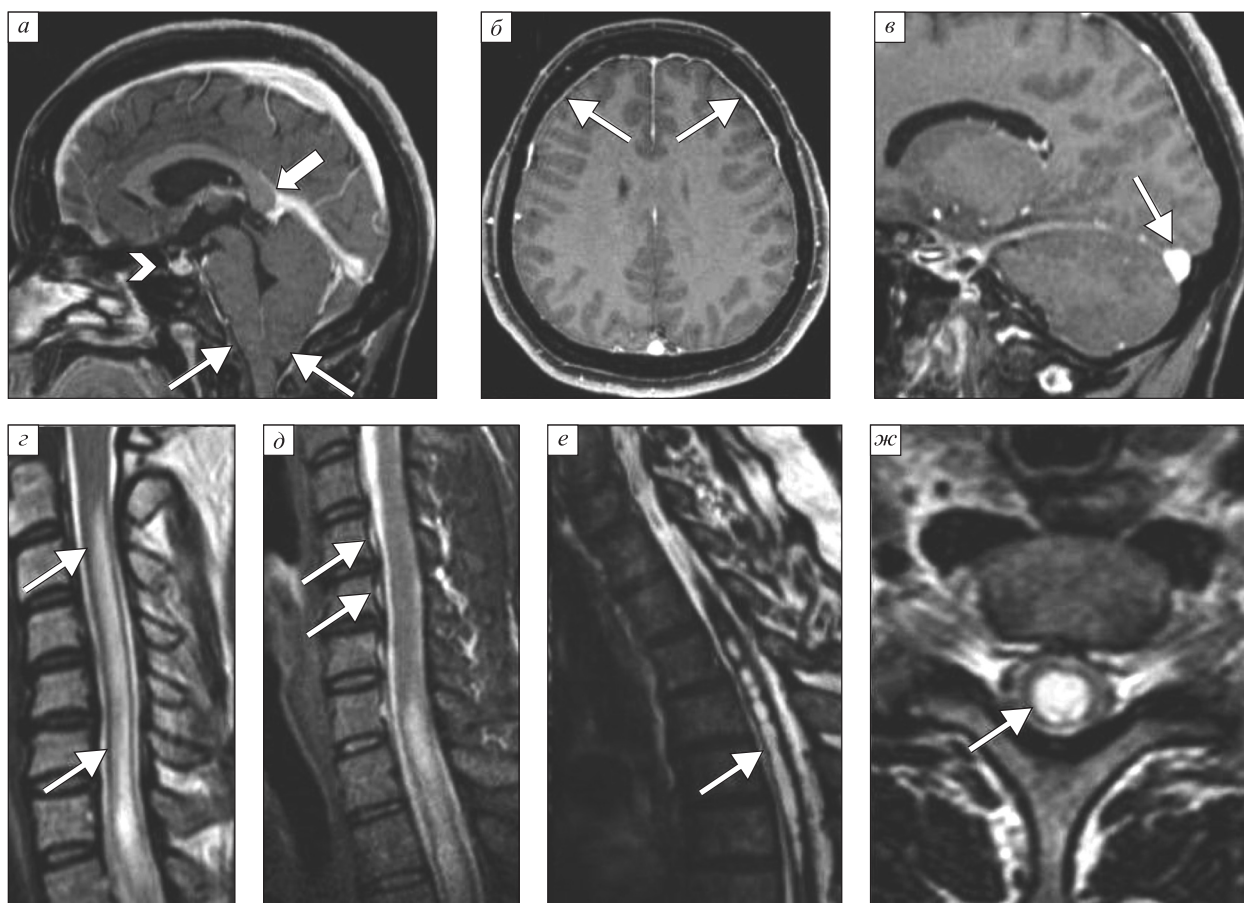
Первичное (при поступлении) МРТ-исследование головного мозга (а–в), спинного мозга и позвоночника (г–ж). В T1-взвешенном изображении (ВИ) после внутривенного контрастирования в сагиттальной плоскости (а) отмечается опущение структур задней черепной ямки (стволка мозга и миндалин мозжечка – стрелки), компрессия базальных цистерн, а также опущение валика мозолистого тела (широкая стрелка) и выгнутый верхний контур гипофиза (короткая стрелка). В T1-ВИ после внутривенного контрастирования в аксиальной плоскости (б) выявляется диффузное пахименингеальное контрастирование (стрелки). В сагиттальной плоскости (в) визуализируется расширение поперечного синуса с выгнутой наружу свободной стенкой синуса. В T2-ВИ в сагиттальной плоскости (г) выявляется гидросирингомиелическая полость на шейном и верхнегрудном уровне (стрелки). Последовательность «инверсия – восстановление спинного эха» (short tau inversion recovery, STIR) (д) демонстрирует расширение переднего внутреннего позвоночного венозного сплетения (стрелки). В T2-ВИ в сагиттальной плоскости (е) также выявляется протяженная гидросирингомиелическая полость на грудном уровне (стрелка). В T2-ВИ в аксиальной плоскости на уровне C4-C5 и C7-Th1 межпозвонковых дисков (ж) показана гидросирингомиелическая полость (стрелка)
